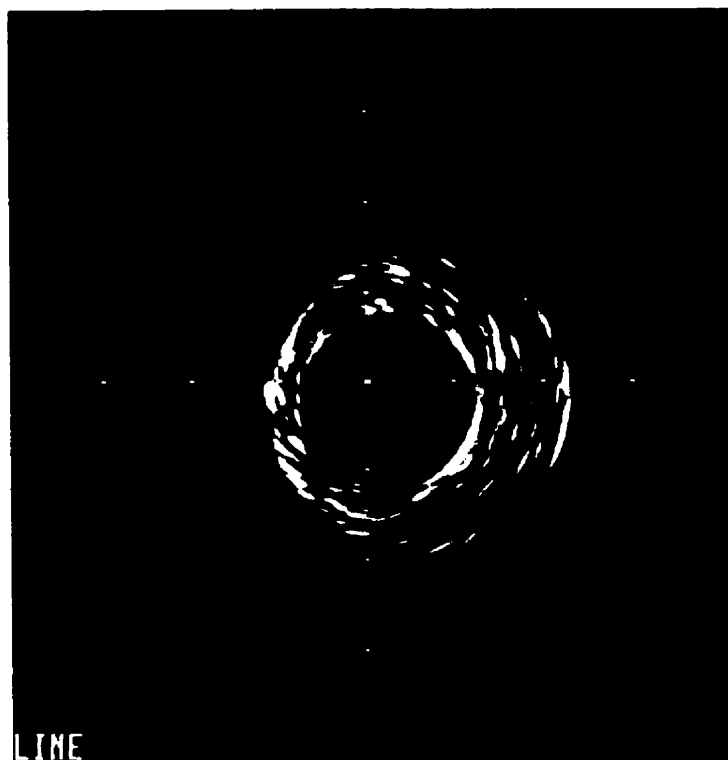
Coupe du fantôme par endoscopie ultrasonique.
